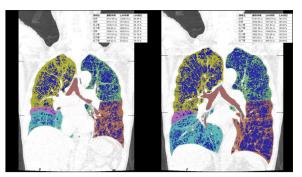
全肺呼吸動態 CT による肺葉抽出と低濃度域 の表示 (呼気位・吸気位)
